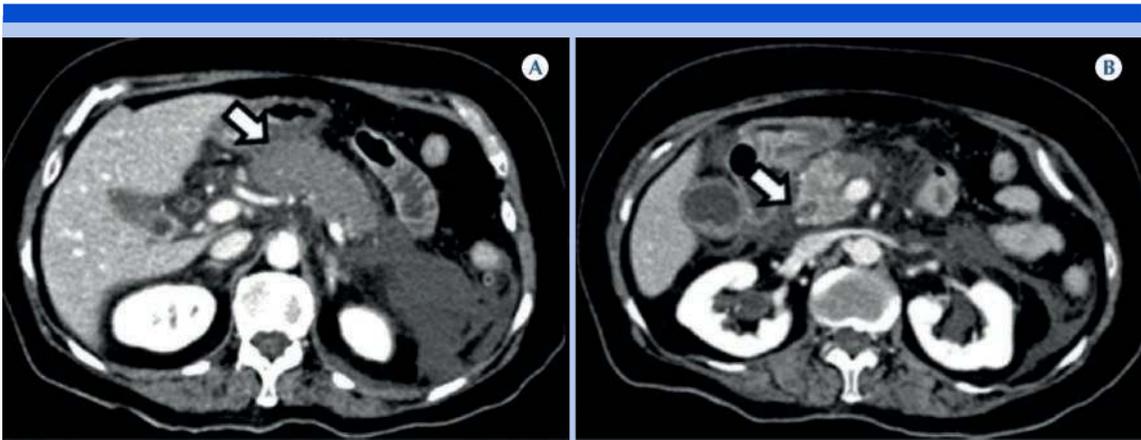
Femenina de 46 años con síndrome doloroso abdominal agudo de origen inespecífico. Su abordaje de estudio fue por tomografía con contraste intravenoso, selección de imágenes axiales que evidencia a la glándula pancreática aumentada de tamaño (A, flecha), con reforzamiento anormal, hacia la hipodensidad, con líquido peripancreático, sobre todo hacia la cola pancreática y con el colédoco distal dilatado (B); con una imagen hipodensa en su interior en relación a coledocolitiasis (flecha). La vesícula biliar se delimita heterogénea en su pared y con engrosamiento focal mural. Los hallazgos reflejan pancreatitis aguda de origen biliar y coledocolitiasis.
